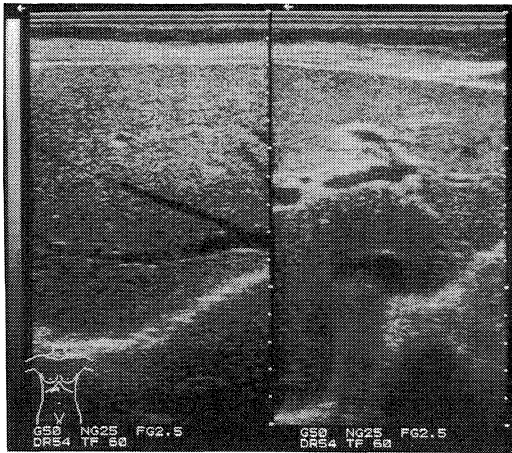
The ultrasonograms showed an almost normal liver.
